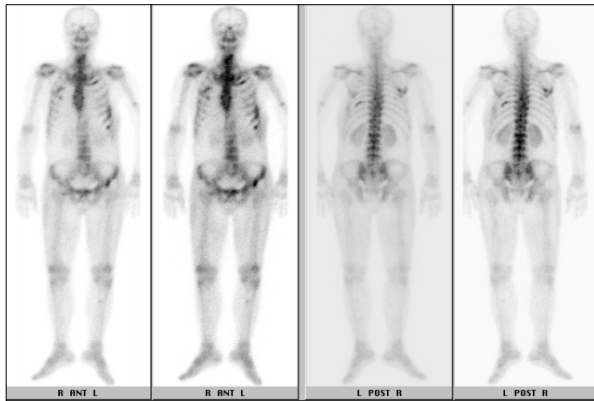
Bone scintigraphy shows probable multiple skeletal metastatic lesions in ribs, scapula, acetabulum, and vertebrae.
